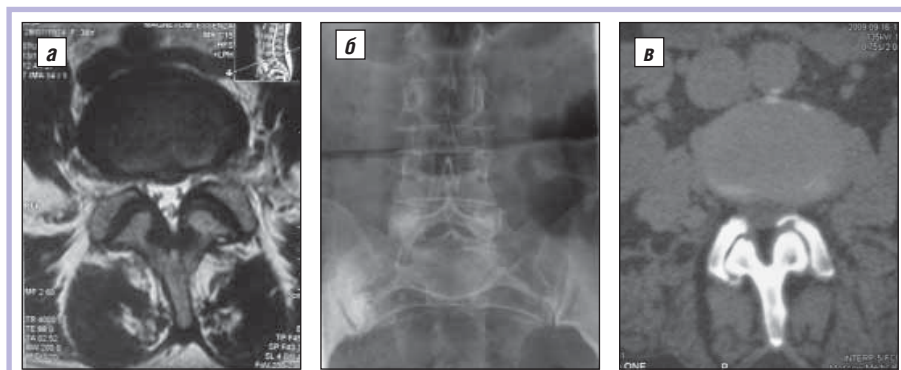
Фасет-синдром: а – картина при магнитно-резонансной томографии; б – при рентгенографии; в – при мультиспиральной компьютерной томографии
